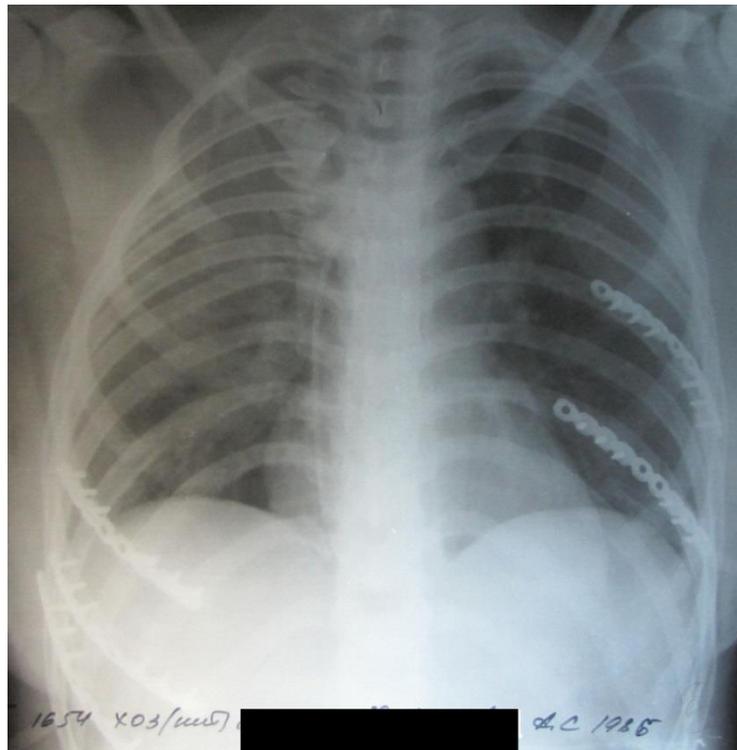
Рентгенограмма грудной клетки (прямая проекция) пациента С., 26 лет, история болезни № 22773131. Состояние после остеосинтеза V, VI, VII ребер справа и VII, IX ребер слева, торакоскопии.
